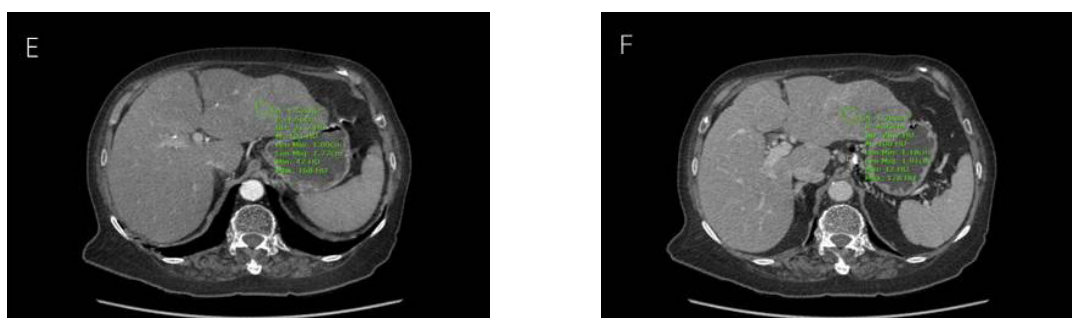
An 81-year-old woman with a history of abnormal AFP level and first diagnosed HCC without clinical or radiographic evidence of ruptured tumor
